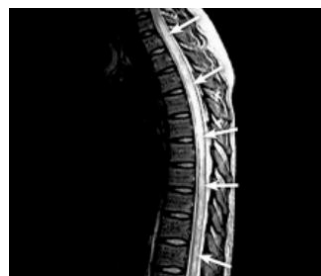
Mielitis transversa longitudinalmente extensa en resonancia magnética T2 (19)
